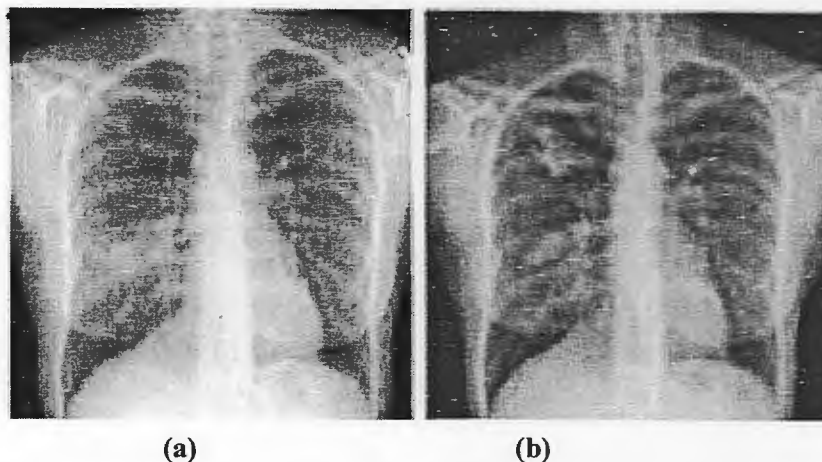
Radiographies de la poitrine d'un patient avec ABPA.
